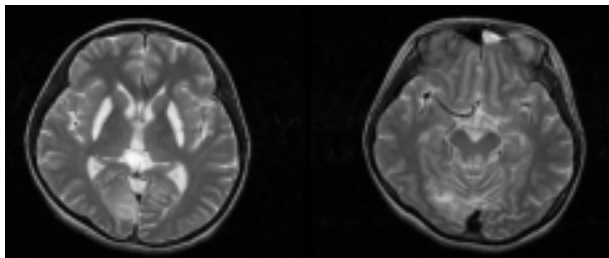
T2-weighted axial images. These demonstrates symmetrical high signal intensity lesions involving basal ganglia and midbrain.
